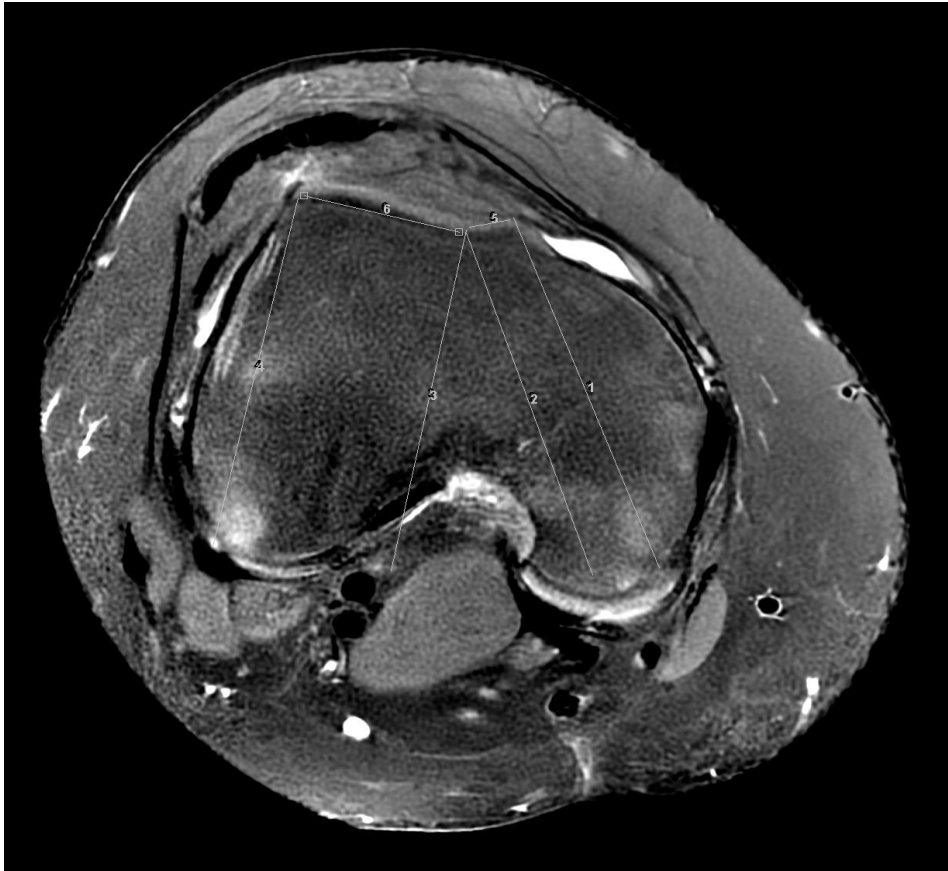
RM de rodilla, axial, secuencia T2 .
